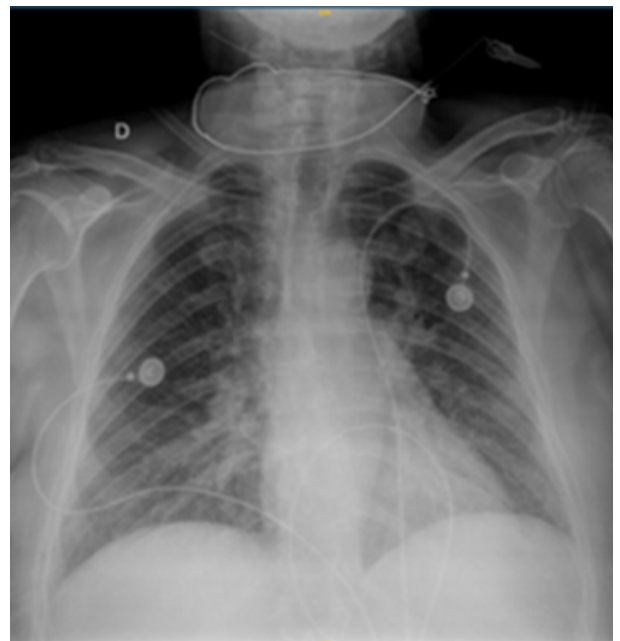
Radiografía de tórax frente. Se visualiza índice cardiorádico conservado, con signos de congestión hilar y edema intersticial bilateral.
